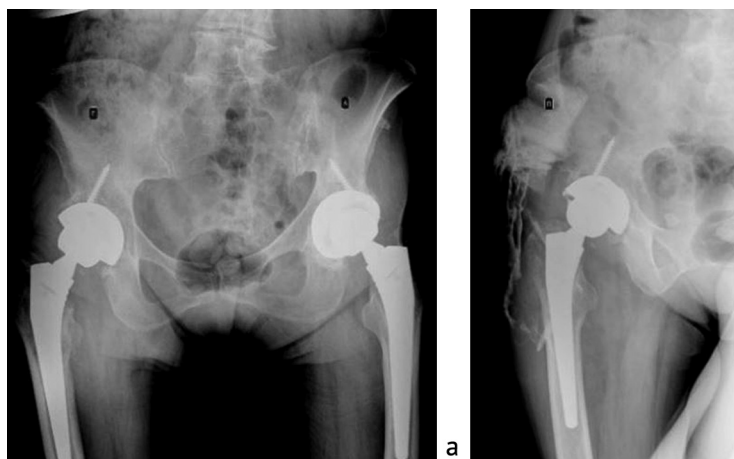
Рентгенография таза при поступлении в Федеральный Центр: а – обзорный рентгеновский снимок таза; б – фистулография правого ТБС, распространение контрастного вещества в полость сустава
